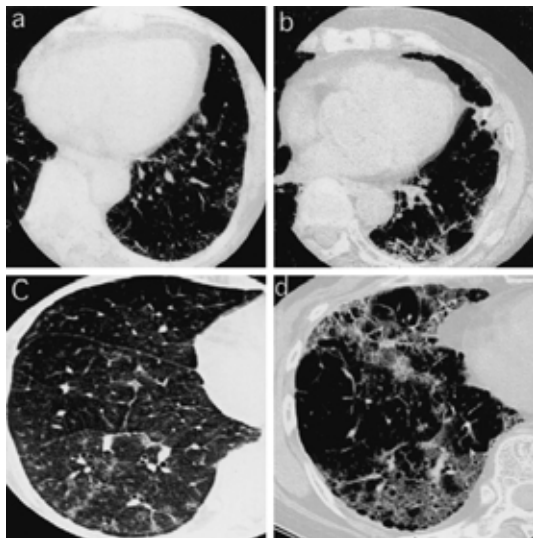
Chest HRCT (Cases 1, 4) showing increasing ground-glass opacity, decreasing nodular opacity, and the presence of traction bronchiectasis and honeycombing for observation.
